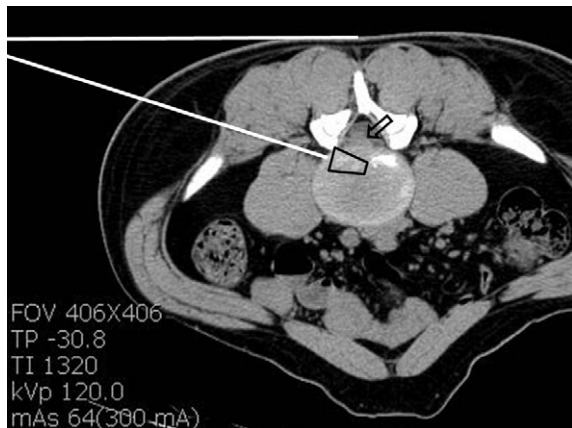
Computed tomographic scan at L4-5 level in prone position preoperatively.
